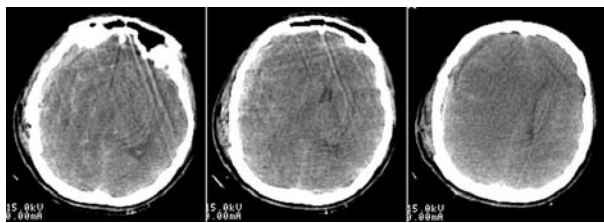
КТ головного мозку перед операцією
